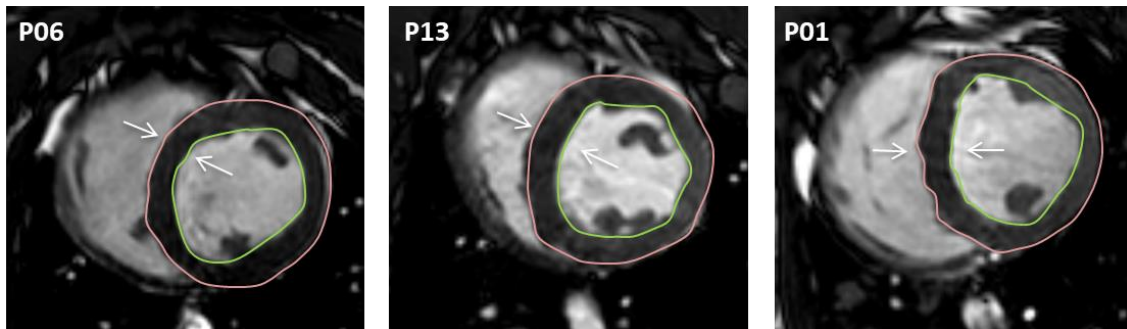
Imágenes de la RM2 obtenidas de la secuencia cine en EC (Eje corto) de los animales P06, P13 y P01 representativos de los grupos 1, 2 y 3 respectivamente, en las que no se aprecian diferencias en el grosor de la pared ventricular (indicado con flechas).
